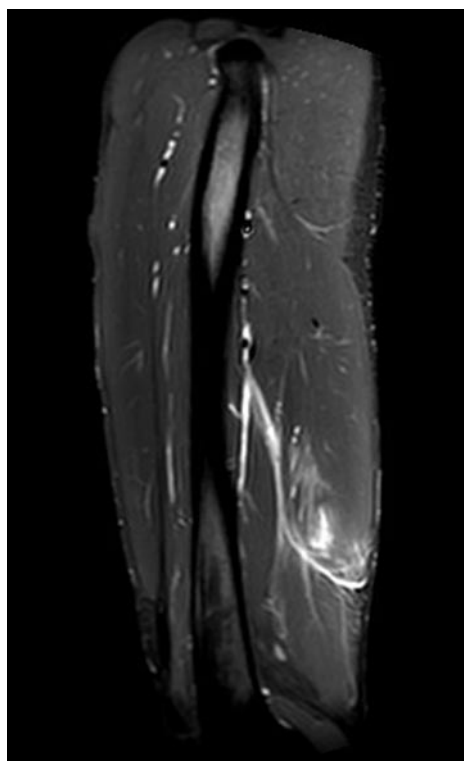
Sagittal MRI scan of the thigh, STIR sequence. An intramuscular hematoma has formed in the m. biceps femoris, unpublished data.
